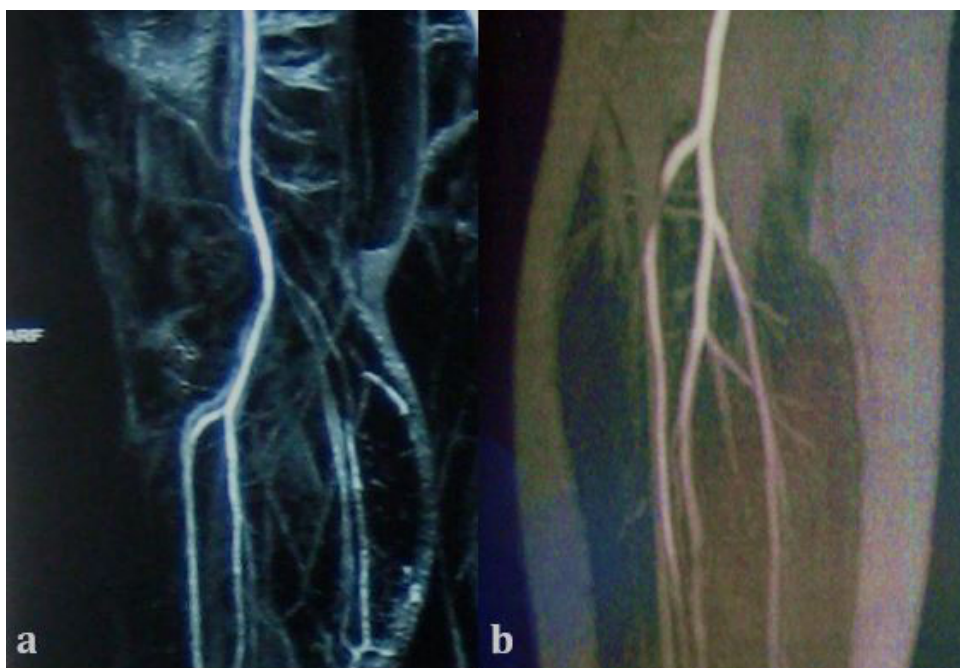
Angiorressonância evidenciando ausência de compressão da artéria tibial anterior ao repouso (a) e compressão da artéria durante as manobras de dorsiflexão do pé (b).
